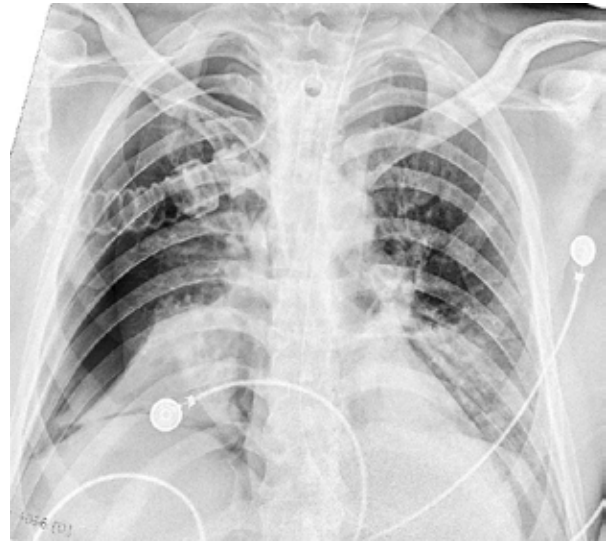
Рентгенограма ОГК пораненого Ш., 1980 р.н.
